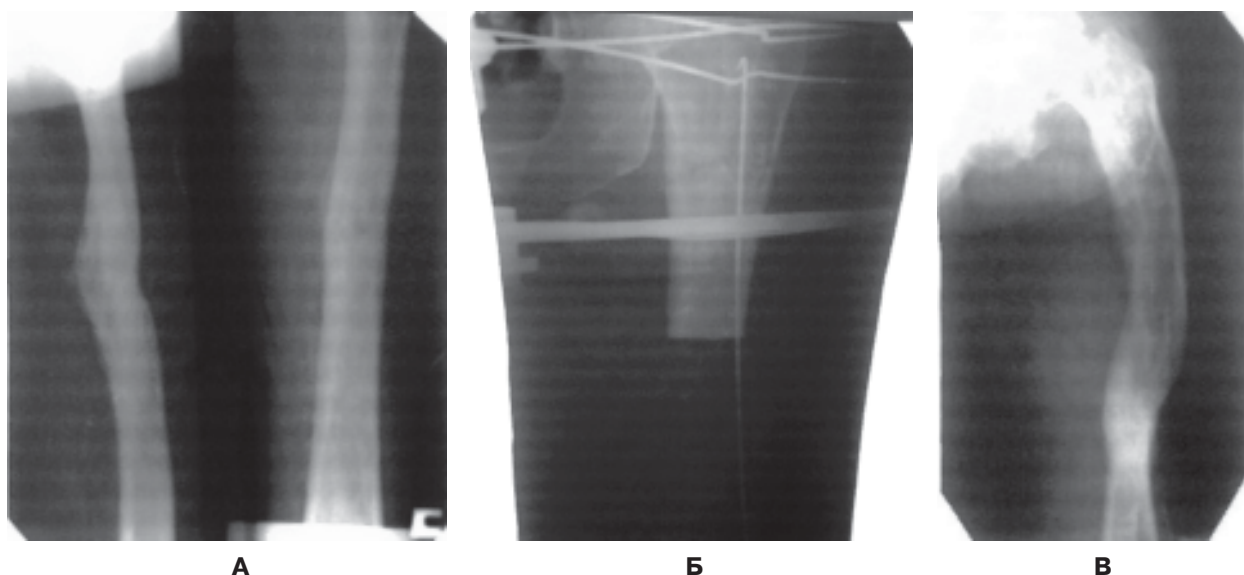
а – рентгенограмма до операции; б – рентгенограмма после операции; в – окончательный результат.
